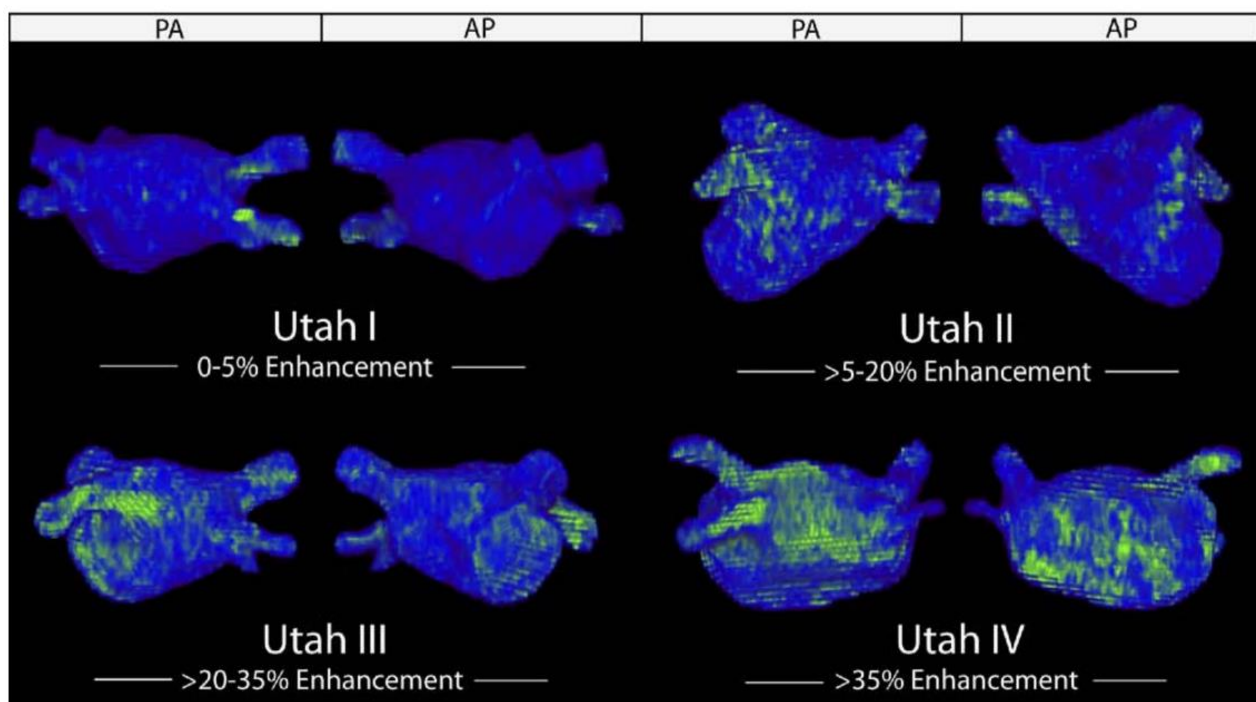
Fibroseausmaß im MRT für die 4 Stadien der Utah-Klassifikation (modifiziert nach Mahnkopf et al., 2010)
